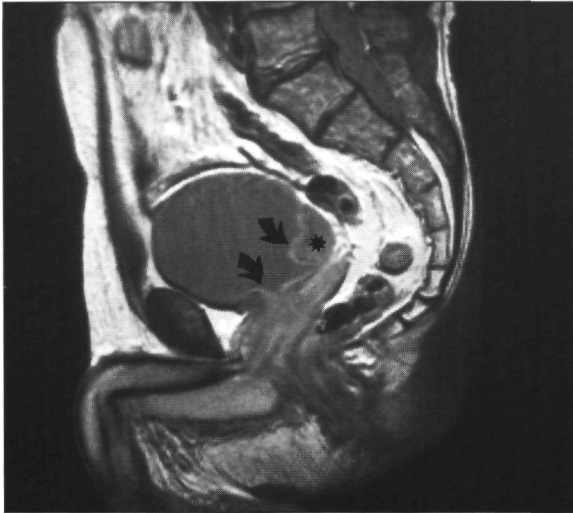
Sagittale MRI-opname met intermediaire sequentie (1,5 T; SE/2000/30/2): over een tumor (*) heen en ter plaatse van de blaasbodem (pijlen) is een dunne witte laag zichtbaar: mucosa hyperaemie c.q. oedeem.
